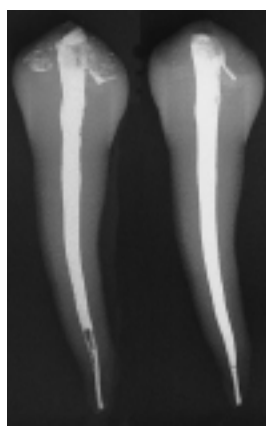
Appaiamento delle immagini radiografiche.
